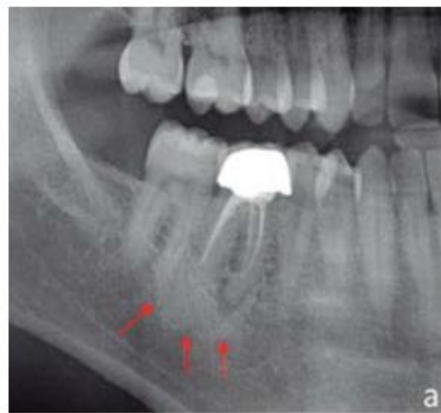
Radiografía panorámica, en la zona del primer molar inferior se observa una zona radiopaca de bordes irregulares relacionado con los ápices del 46.⁴⁸
